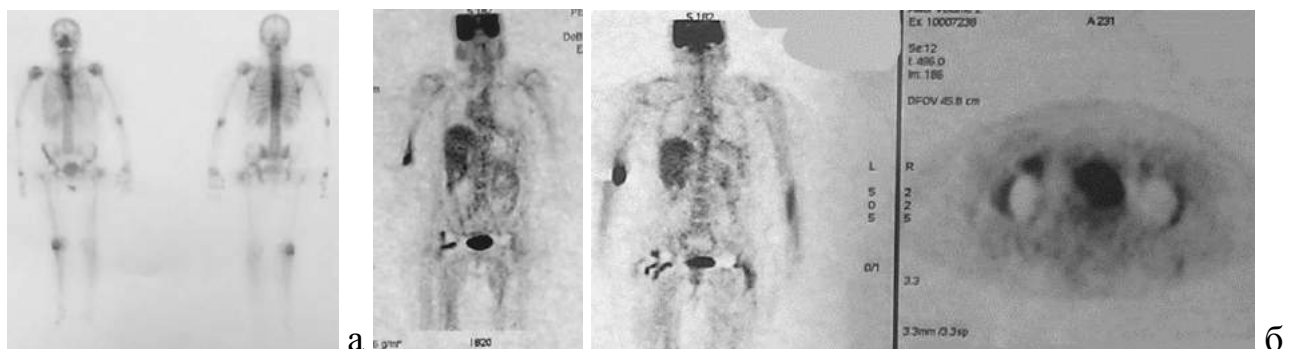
♀, 61 г. Лучевой мониторинг: показатели остеосцинтиграфии (а) позитронно-эмиссионной томографии (б) через 3 года после ревизионной артропластики левого ТБС, 15 лет после ревизионной артропластики правого ТБС
